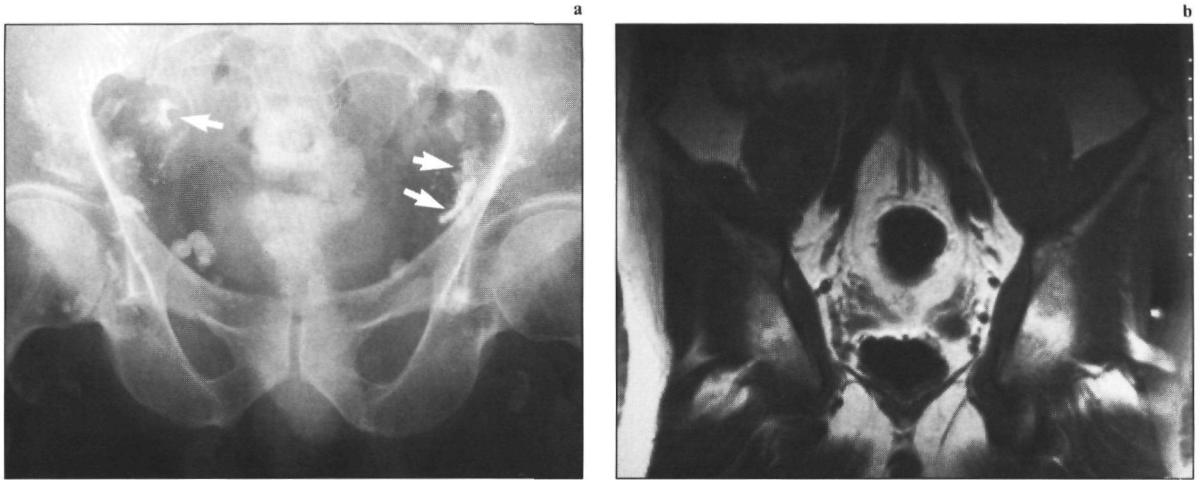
(a) Op de lymfangiografie zijn er beiderzijds iliacaal pathologisch vergrote klieren met stapelingsdefecten zichtbaar, passend bij lymfkliermetastasen (pijlen). (b) Op de coronale MRI-opname (1,5 T; SE/800/30/2) zijn echter geen pathologisch vergrote klieren herkenbaar. Dit werd per-operatief bevestigd.
